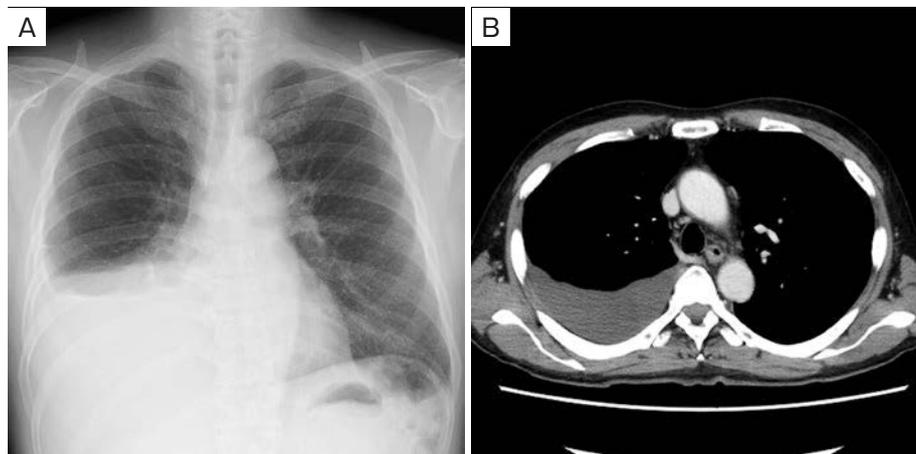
Imaging findings. (A) Chest radiography at the time of admission. (B) Chest computed tomography scan. These images showed pleural effusion in the right pleural cavity, without any lung masses. There were no pleural plaques or pleural lesions.
